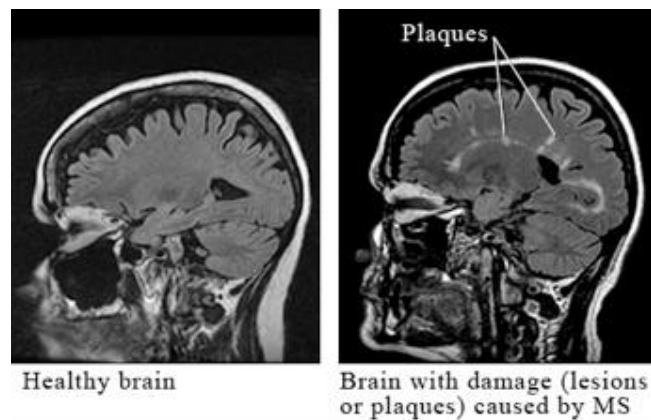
Placas características de lesões por EM mostradas em ressonância magnética (fonte: <https://myhealth.alberta.ca/health/pages/conditions.aspx?hwid=zm6056>)
